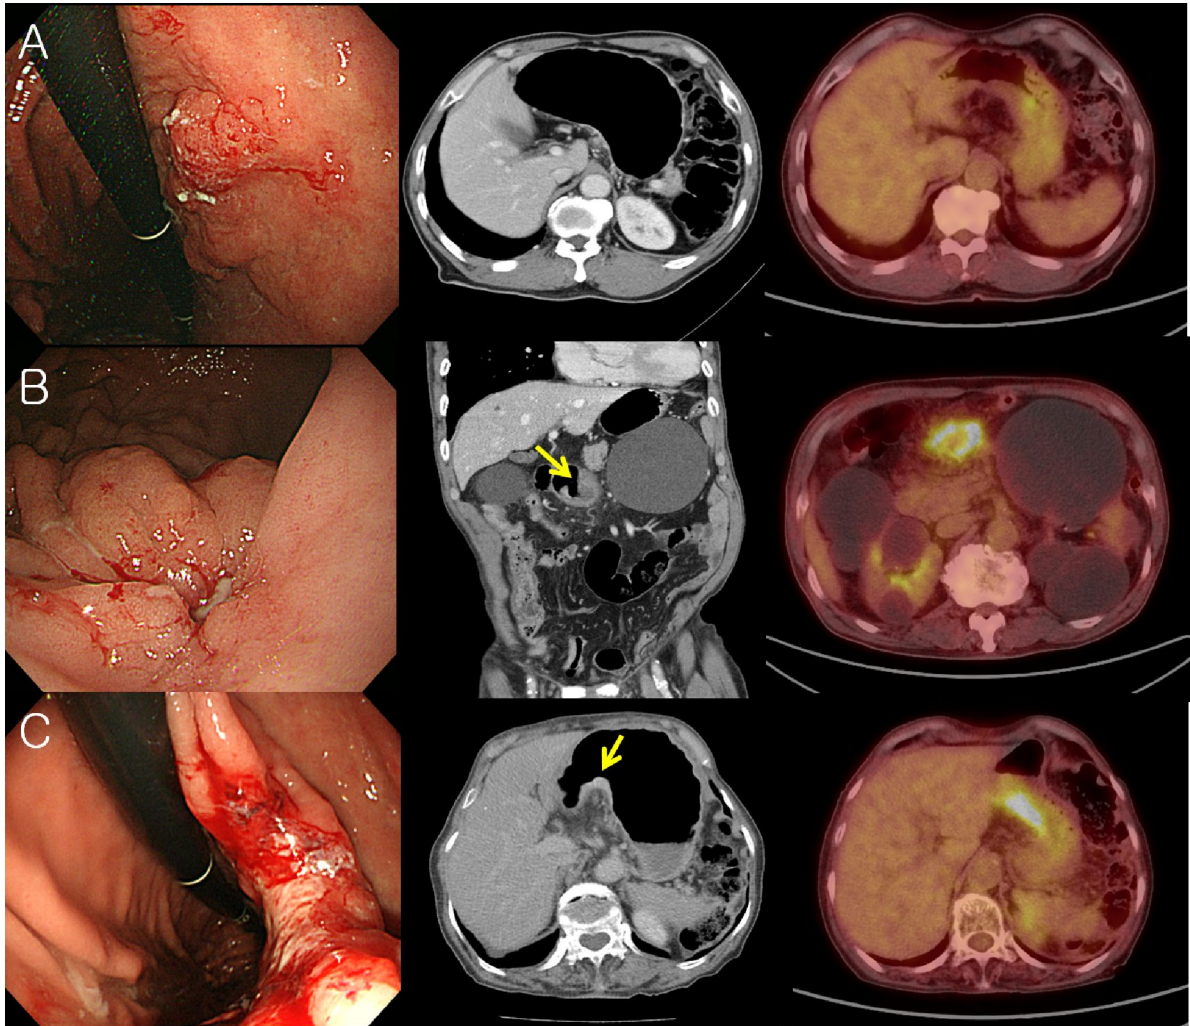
EGC flat or depressed types (A) EGC type IIb, adenocarcinoma, well differentiated.  $^{18}\text{F}$ -FDG PET-CT showed SUVmax 3.9, focal intense hypermetabolic lesion, which was revealed as T1bN0M0 after surgery. (B) EGC type IIc, adenocarcinoma, well differentiated.  $^{18}\text{F}$ -FDG PET-CT showed SUVmax 10.0, diffuse moderate FDG uptake, which was revealed as T1bN0M0 after surgery. (C) EGC type IIb, adenocarcinoma, poorly differentiated.  $^{18}\text{F}$ -FDG PET-CT showed SUVmax 7.3, intense hypermetabolic lesion, which was revealed as T1bN0M0 after surgery.
